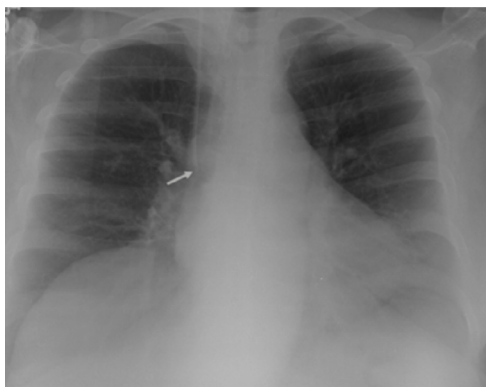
Radiografía de tórax con catéter venoso central a nivel yugular con punta en vena cava superior (VCS).
